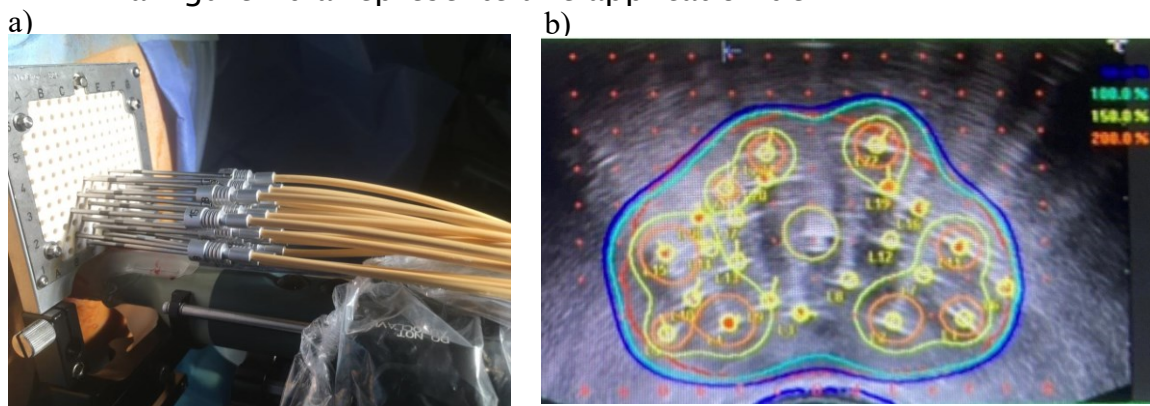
a) application d'une HDR-BT avec les canaux reliés au projecteur de source. b) exemple de dosimétrie de HDR-BT avec V100 en bleu clair, V150 en jaune, V200 en orange, CTV prostate en rouge.
